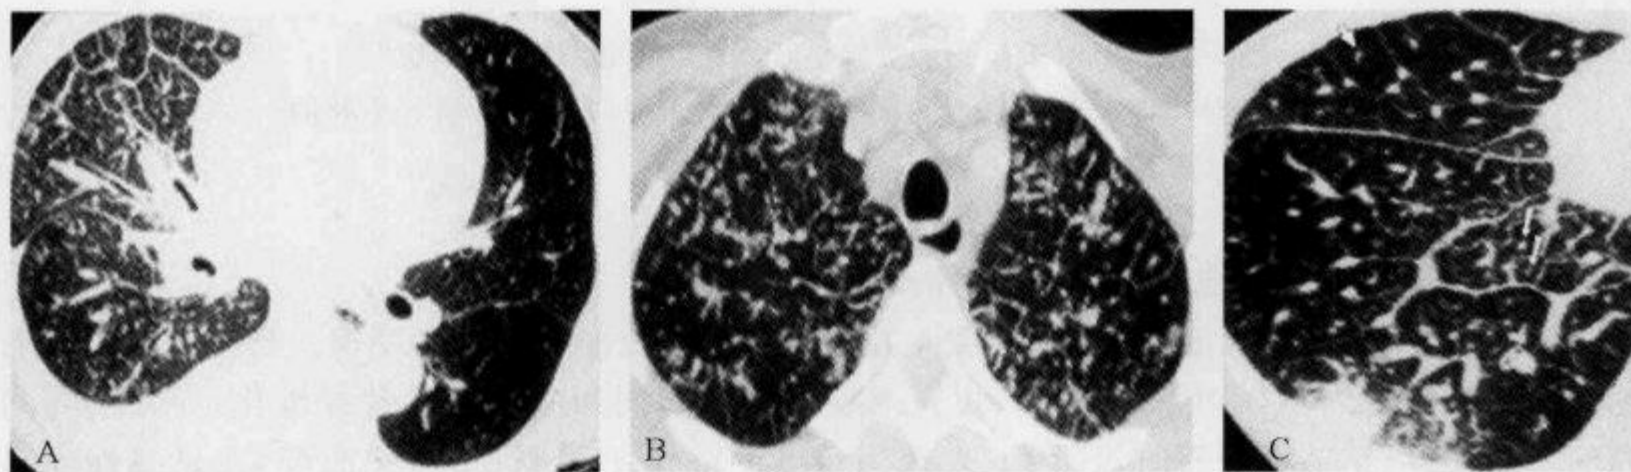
HRCT 示肺转移瘤“串珠样隔征”
